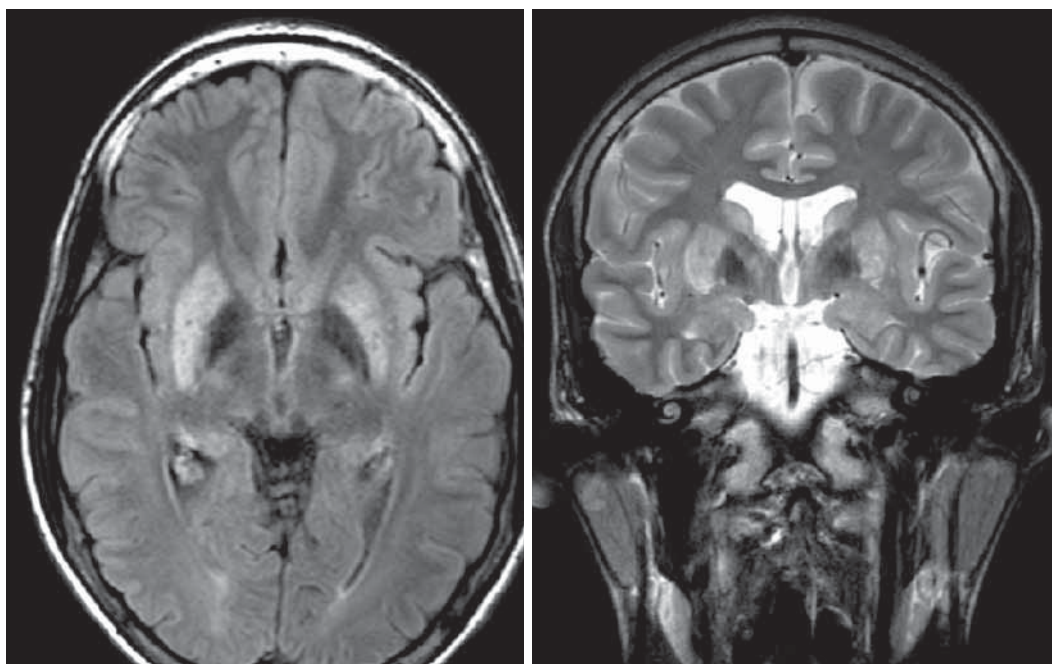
RMI cerebro, cortes axial, FLAIR y coronal T2, lesiones hiperintensas en ambos putámenes y señal hipointensa simétrica en ambos globos pálidos.
